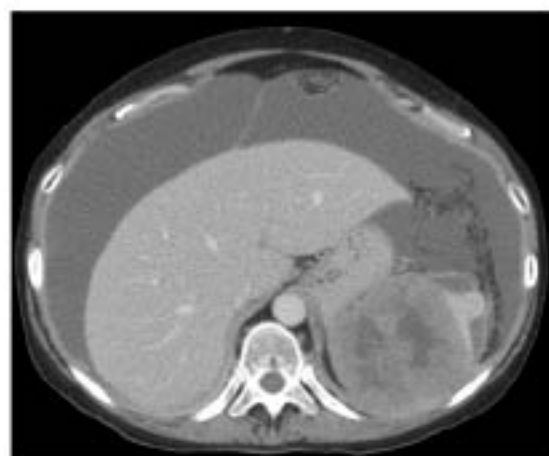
TC de abdome com liquido livre e lesão esplênica
